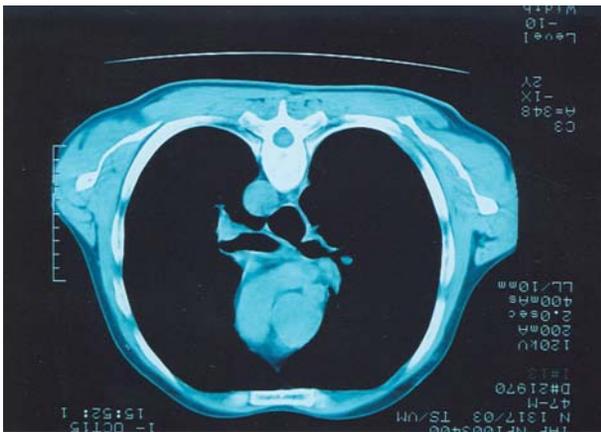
TC mostrando comunicação do esôfago com o brônquio principal direito.
